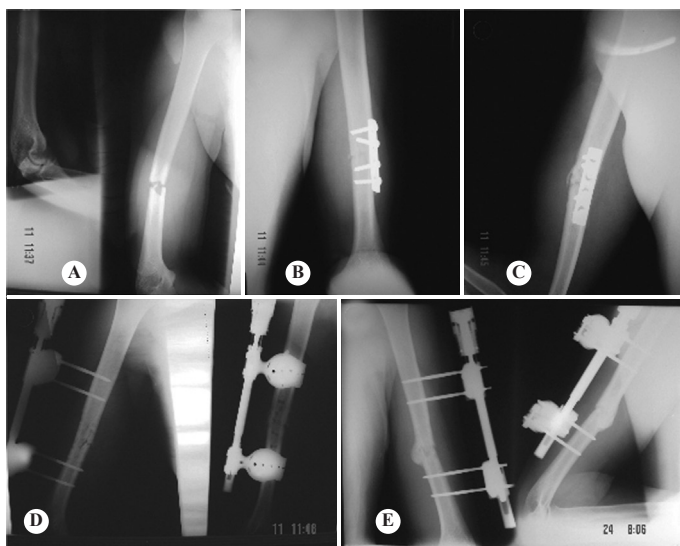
Paciente 2. A imagem A mostra as radiografias do trauma inicial. Em B e C, nota-se o tratamento efetuado e sua evolução com pseudartrose. Em D, iniciamos o tratamento com retirada do material de síntese e colocação de um fixador externo com compressão do foco fraturário. Em E, nota-se a formação de calo ósseo exuberante.
